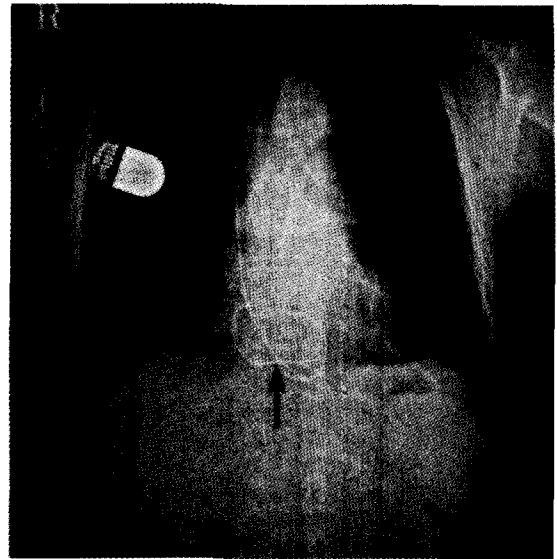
This chest X-ray shows intracardiac migrated old pacing lead (arrow) in right heart.
